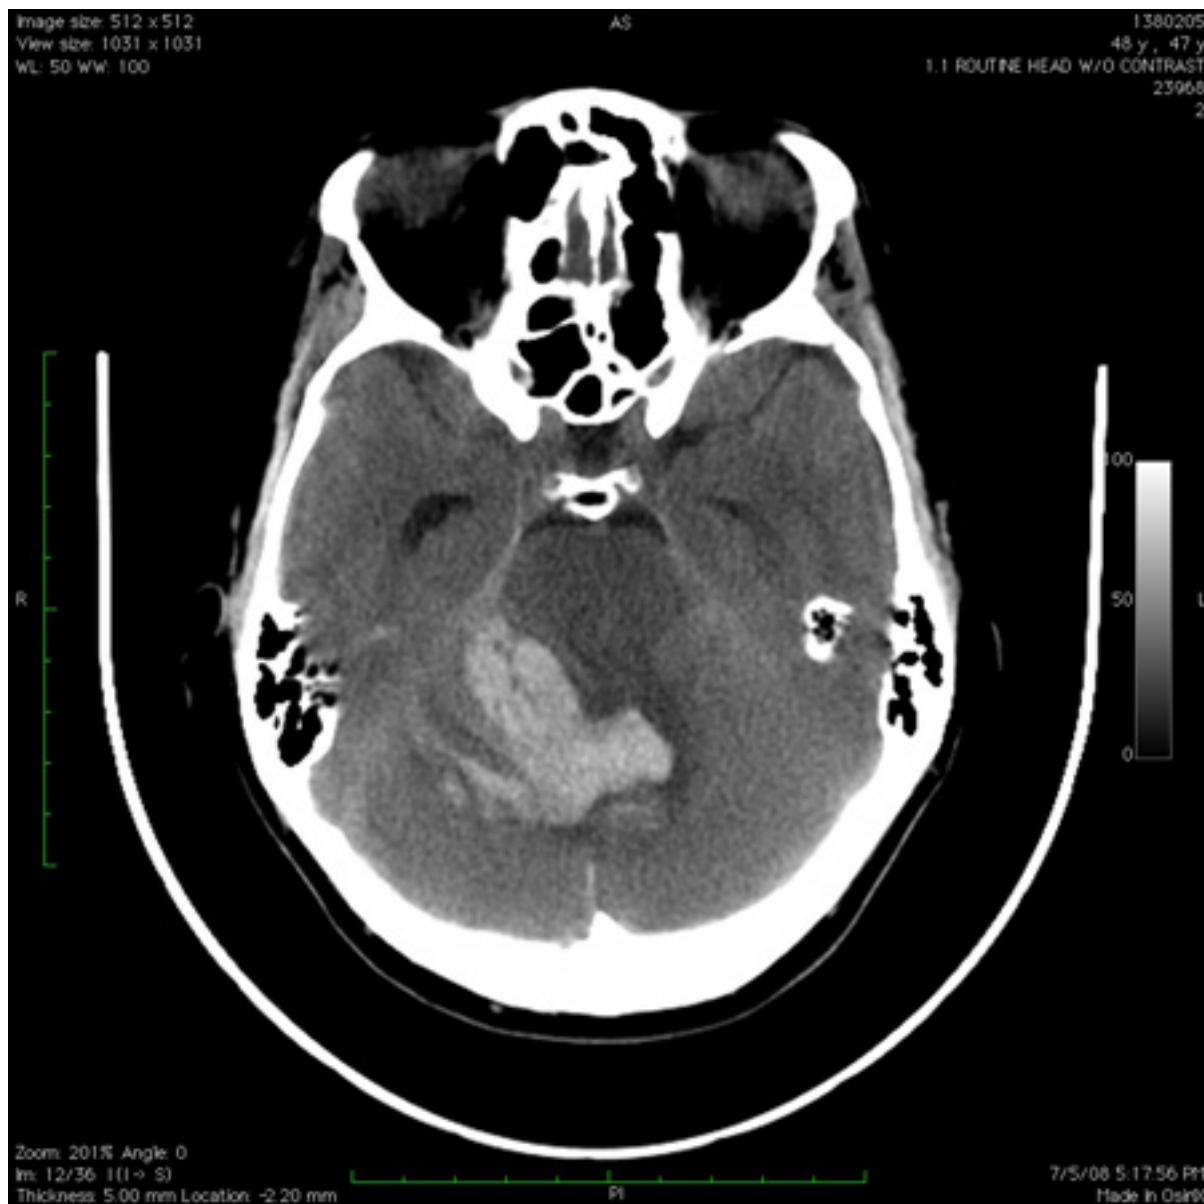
Tomografia computadorizada do cérebro mostrando hemorragia no cerebelo com extensão para o quarto ventrículo
